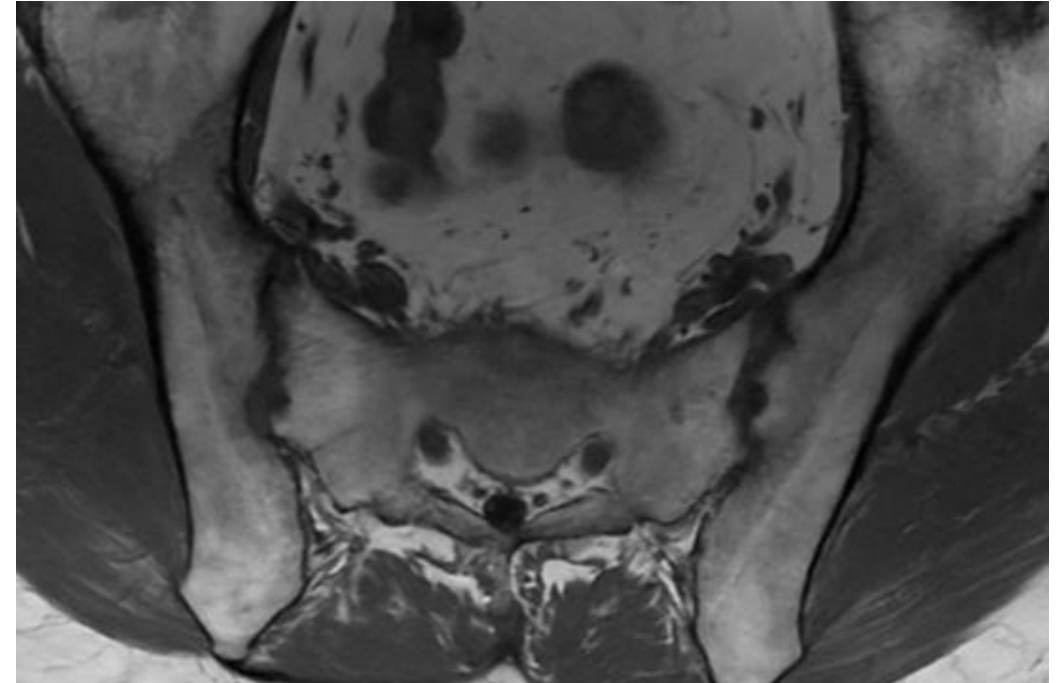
RM coronal T1 de hombre de 43 años con diagnóstico de espondiloartritis donde se observan pequeñas irregularidades subcondrales bilaterales compatibles con erosiones.
